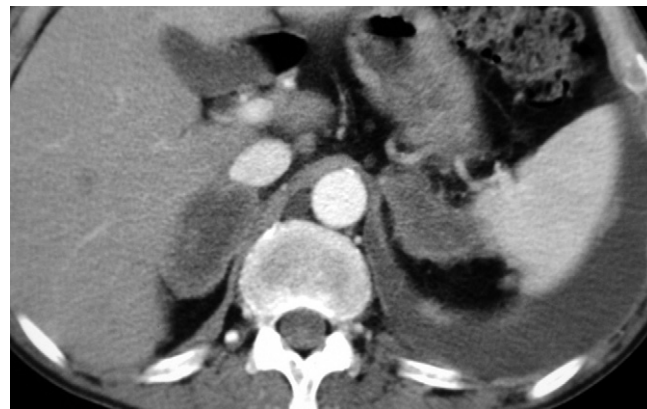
Coupe TDM passant par les loges surrénaliennes.
